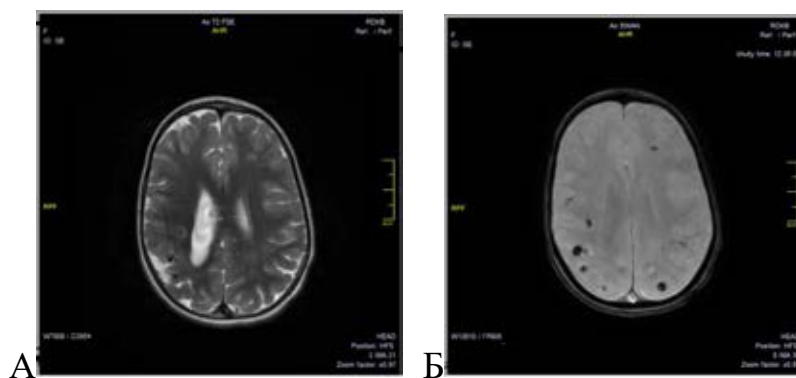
(А-Б). Пациент Г, 10 мес. МРТ 3 Т, аксиальная проекция, ИП Т2 (А), ИП SWAN (Б). СШВ. Множественные лептоменингеальные «ангиомы», на SWAN более отчетливо виден билатеральный характер поражений.
